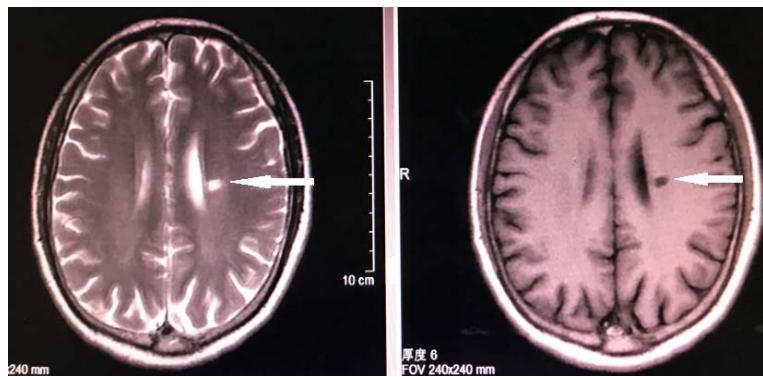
Head MRI: Cerebral softening lesions in the left ventricular paraventricular white matter area, with peripheral glial hyperplasia
